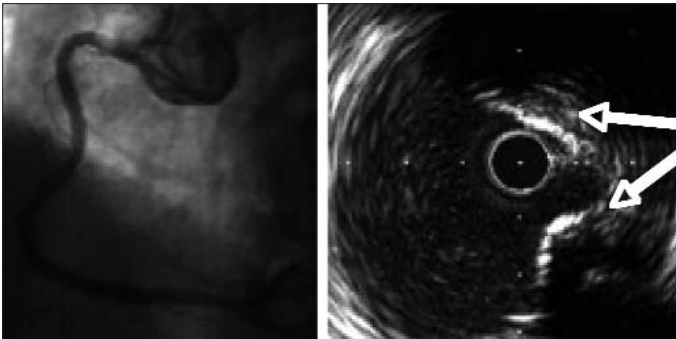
Sağ koroner arterin orta bölümündeki bulanıklığın intravasküler ultrason görüntüsü (ok işareti trombüsü gösteriyor)
